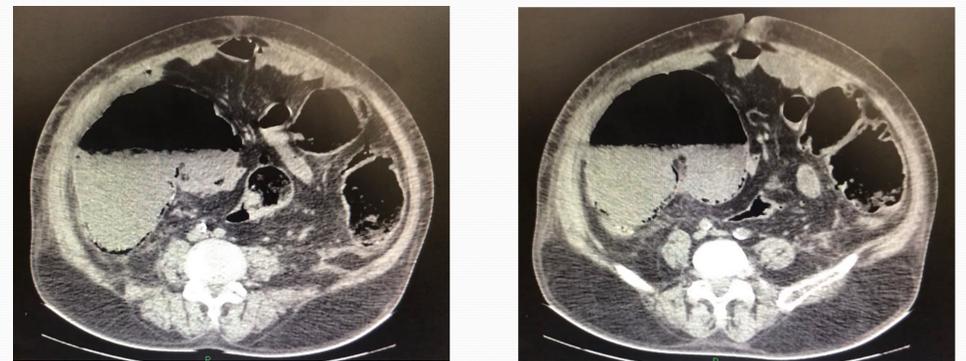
TC com distensão cecal e dissecção gasosa de sua parede (pneumatose intestinal). Presença de afilamento na transição do sigmoide com o reto alto
